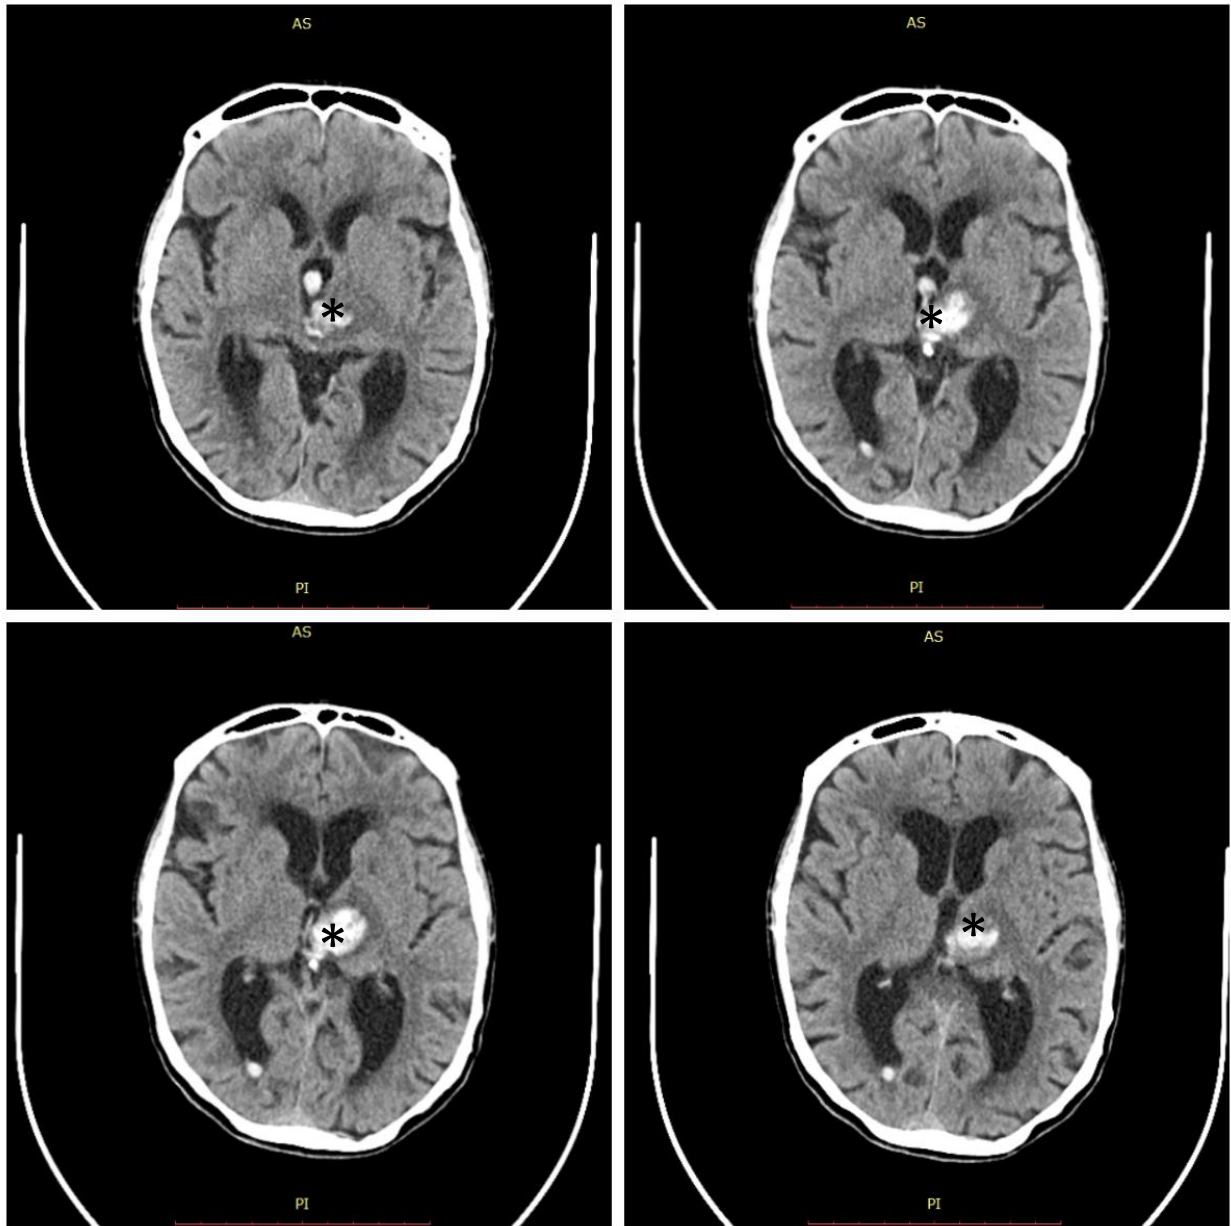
CT cerebral, secțiune axială * arată localizarea hiperdensității, care ajunge la nivelul ventriculului III
